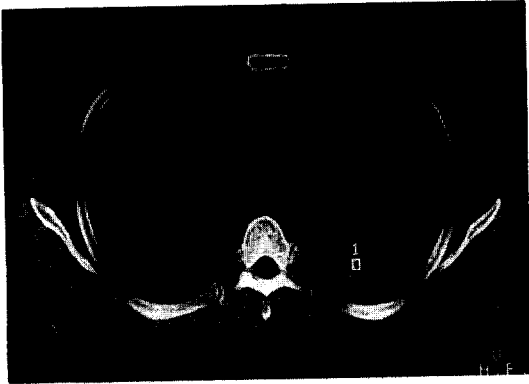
Chest CT scan shows 4×5cm sized mass at proximal site of left lower lobar bronchus and distal obstructive pneumonitis.
